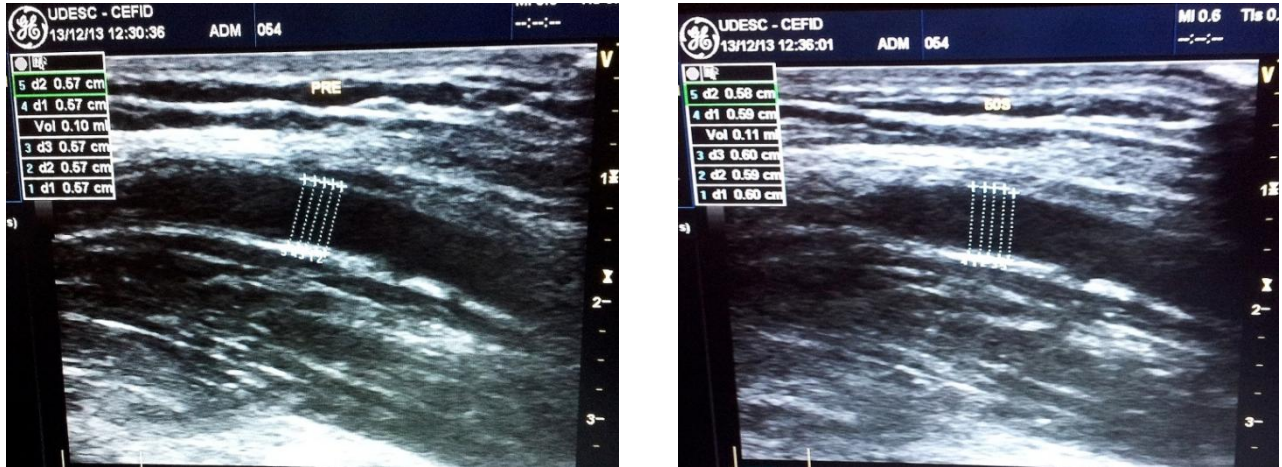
Imagens representativas da mensuração da dilatação pré e pós oclusão arterial, por meio do exame Ecodoppler. A área pontilhada corresponde à dilatação arterial.
